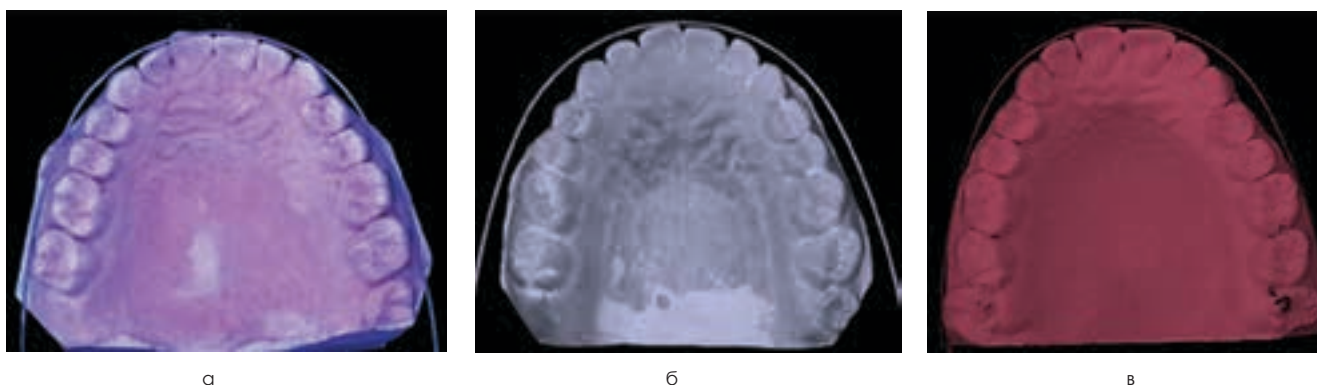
Варианты ретрузионных типов зубных дуг у пациентов с физиологическими видами окклюзионных взаимоотношений: брахигнатическая нормодонтная (а), брахигнатическая микродонтная (б), мезогнатическая макродонтная (в).
